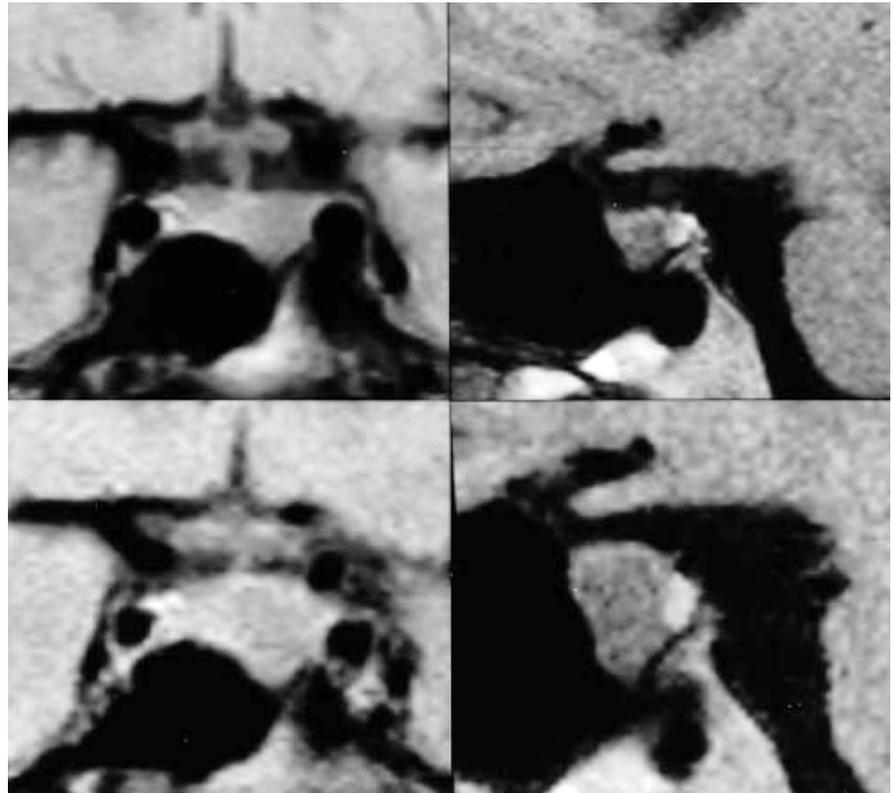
Коронарный (слева) и сагитальный (справа) МРТ-срезы интраселлярной пролактин-секретирующей макроаденомы у женщины до зачатия (выше) и через 7 месяцев гестации (ниже). Следует отметить значительный рост опухоли при сканировании на более позднем сроке, когда пациентка предъявляла жалобы на головные боли [55]
